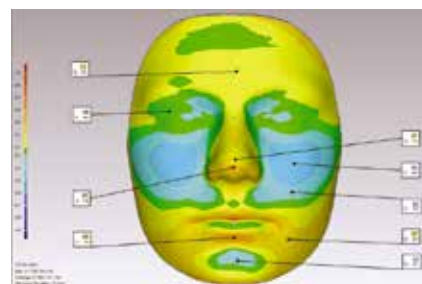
Зеленые участки не отличаются у детей с атопией и у контрольной группы (0 мм). Голубые участки показывают менее выступающие точки щек и подбородка у детей атопиков (0,1–0,4 мм), глубина голубого указывает на участки с большей лицевой ретрузией у детей из атопической группы. Желтые участки указывают на характерные особенности в лице атопиков — выпуклый лоб, нос, нижняя губа и широкий лоб, нос и нижняя челюсть (0,1 0,5 мм)
